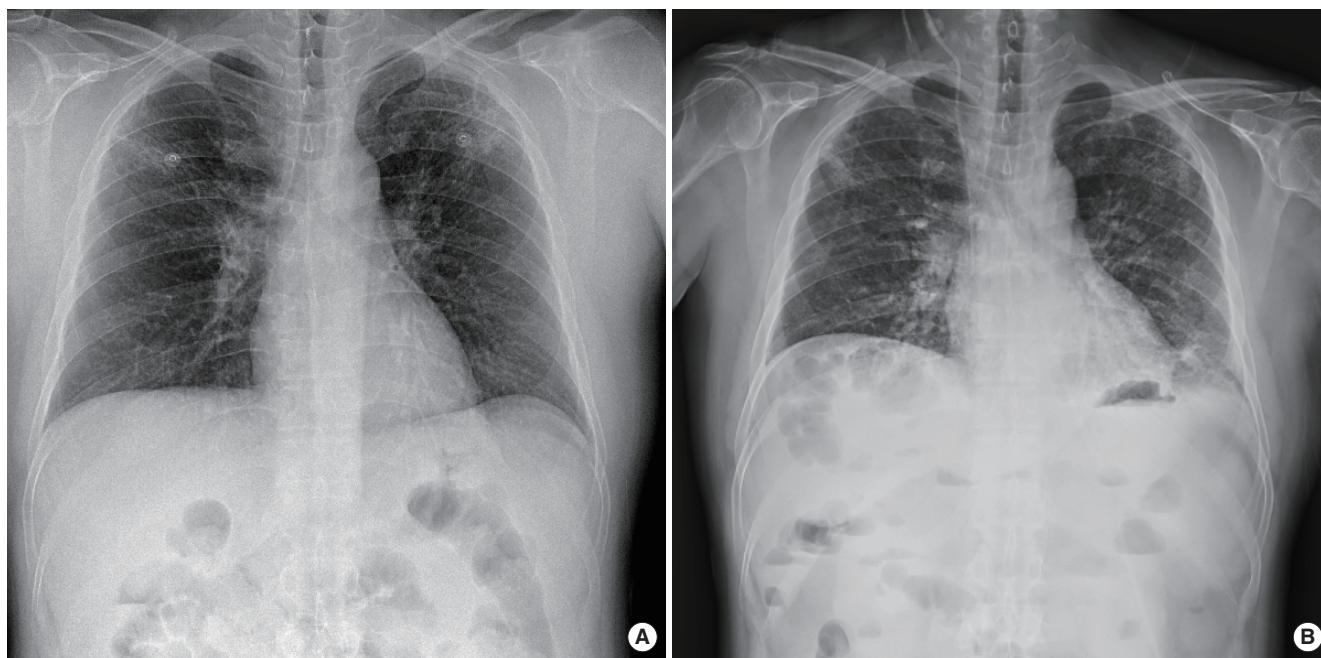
(A) Initial chest radiograph shows bilateral ground glass opacities in both upper lung fields. (B) Six days later, the bilateral ground glass opacities have worsened involving whole lung fields.
